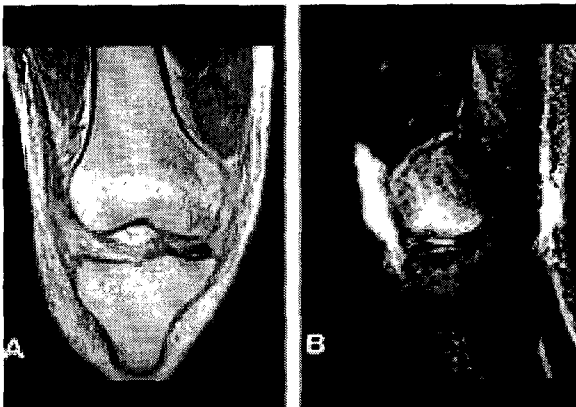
Type II by Costa-Paz classification. A. Coronal T1 weighted MR imaging of bone bruise on lateral femoral condyle shows decreased signal density with continuity to the subjacent articular surface. B. Sagittal T2 weighted MR imaging of bone bruise on anterior portion of lateral femoral condyle shows increased signal density.
